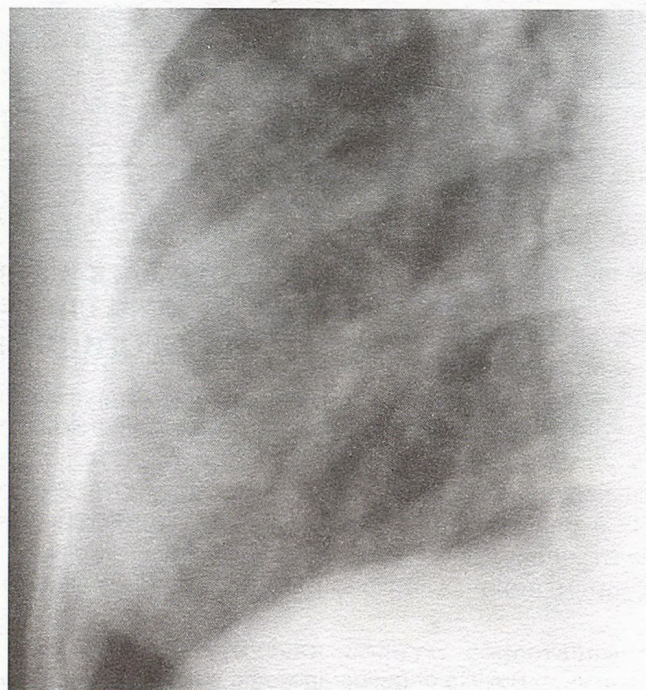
Прицельная рентгенограмма правого легкого. Усиление, деформация легочного рисунка в нижней доле у больного ОсИП.
